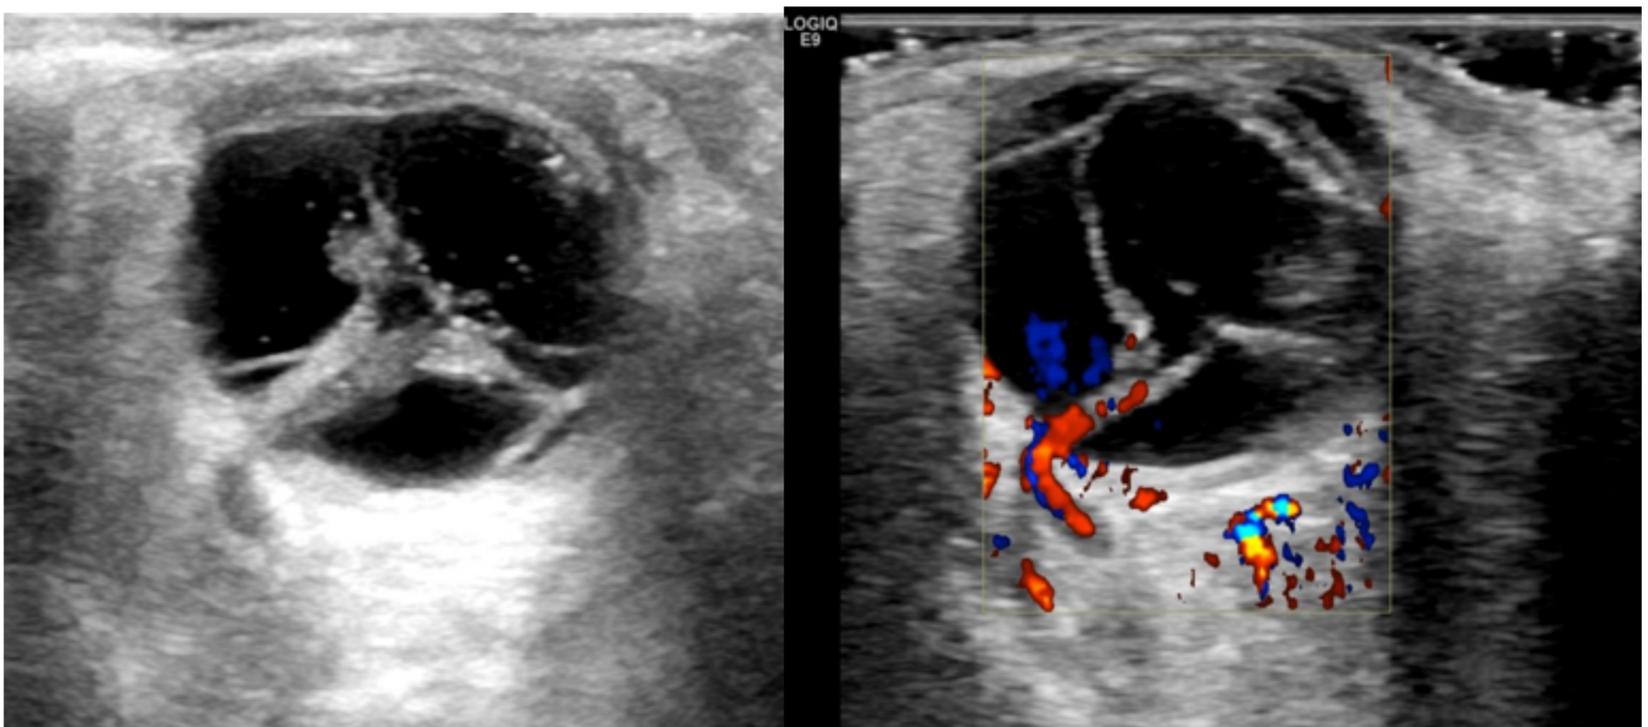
Desprendimiento de retina crónico en ojo derecho. Se aprecian membranas más gruesas, rígidas, con morfologías en “Y”, “V” o triangular y flujo doppler en su espesor, compatible con desprendimiento retiniano. Se asocia a ecos móviles en su vertiente anterior en relación con hemovitreo.
